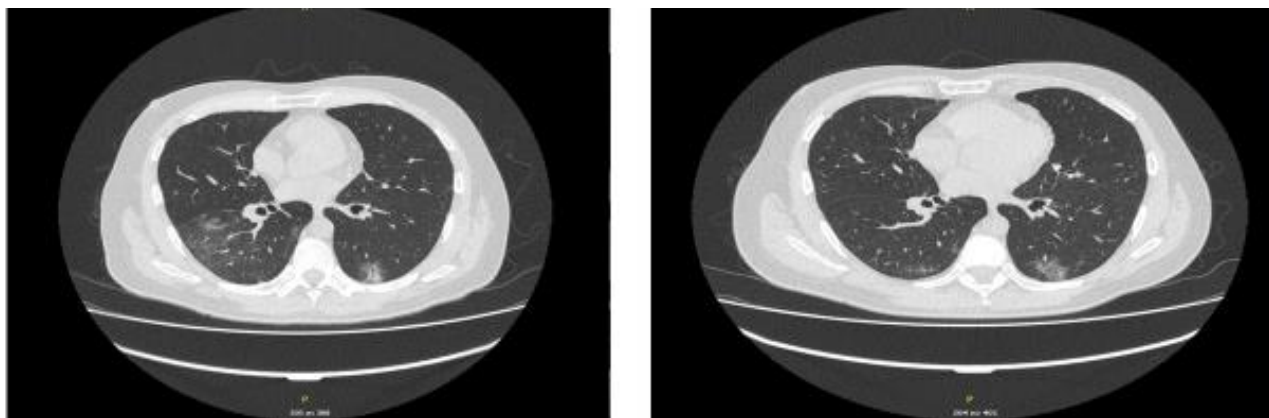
Компьютерная томография органов грудной клетки до лечения (на левой томограмме — очаги матового стекла справа и слева) и после (на правой томограмме — очаги консолидации)
